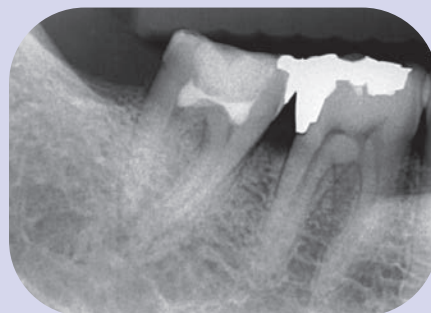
治療直後のX線写真。その後不快症状はまったくみられず、経過は良好である。
